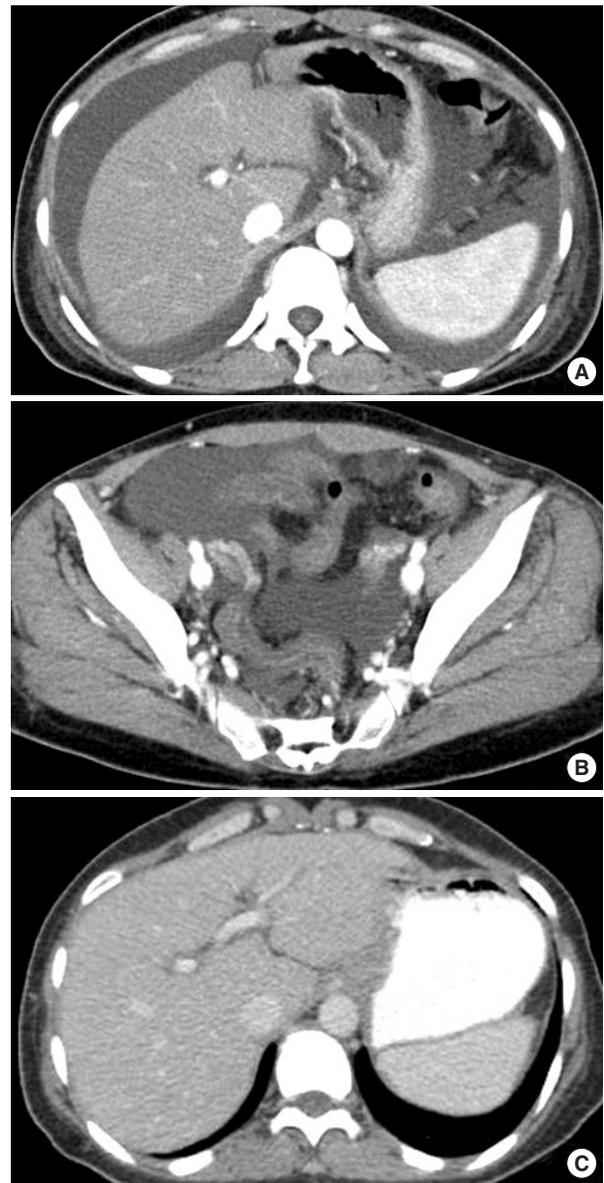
Large amount of ascites in the lower and upper abdomen are demonstrated on abdominal computerized tomography scan (A, B). After medication of diuretics for 21 days, previous noted ascites are not visible (C).
